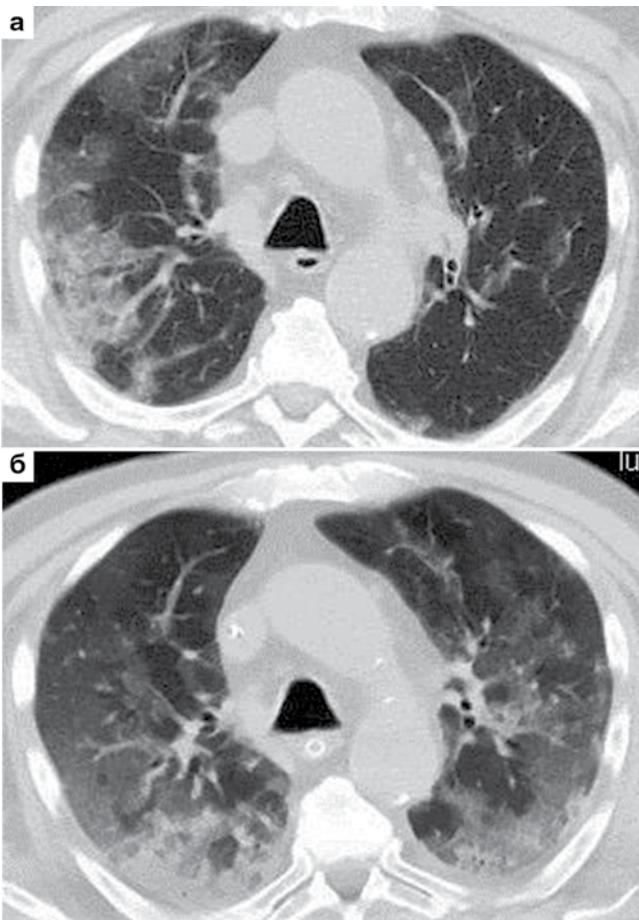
Динамика КТ ОГК, аксиальные срезы: а) первичное исследование (2-е сут госпитализации) – участки «матового стекла» и консолидации в обоих легких (КТ-2); б) 4-е сут – увеличение объема и распространенности изменений (переход в КТ-3); в) 6-е сут – дальнейшее прогрессирование (переход в КТ-4); г) 9-е сут – без существенной динамики; д), е) 12-е и 18-е сут – регресс патологических изменений
